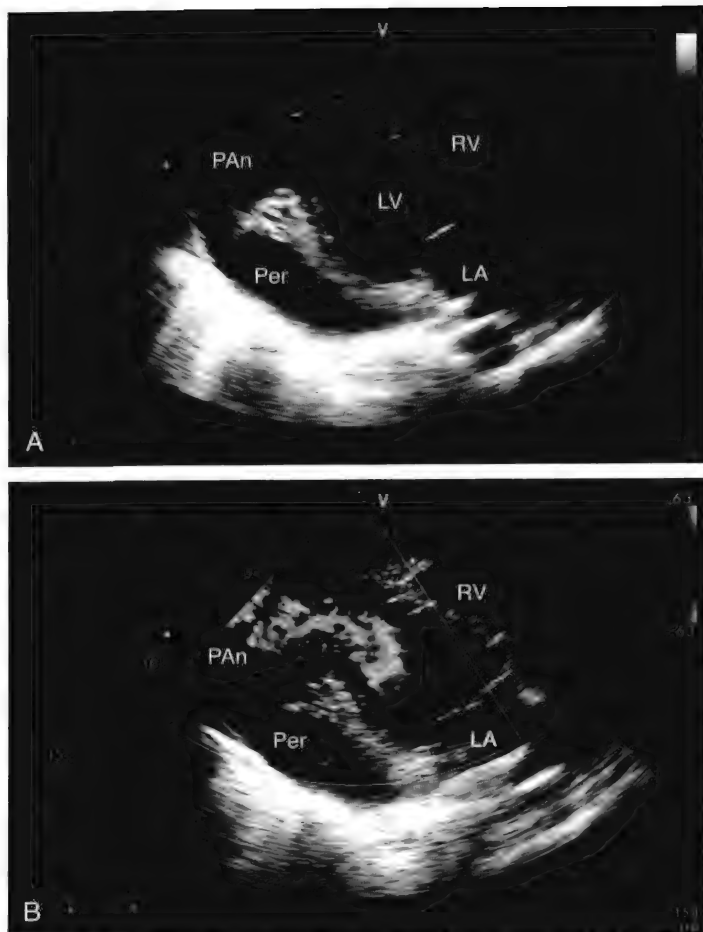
A, 在轻度轴偏移的心尖长轴切面上可见下侧壁远段连续性突然中断, 导致左心室和一个大的腔隙(似乎是假性室壁瘤)相通。实时成像则可见“瘤体”搏动。B, 彩色多普勒超声可见血流自左室向假性动脉瘤(箭头所示)流动。LA, 左房; LV, 左室; Pan, 假性室壁瘤; Per, 心包积液; RV, 右室。
